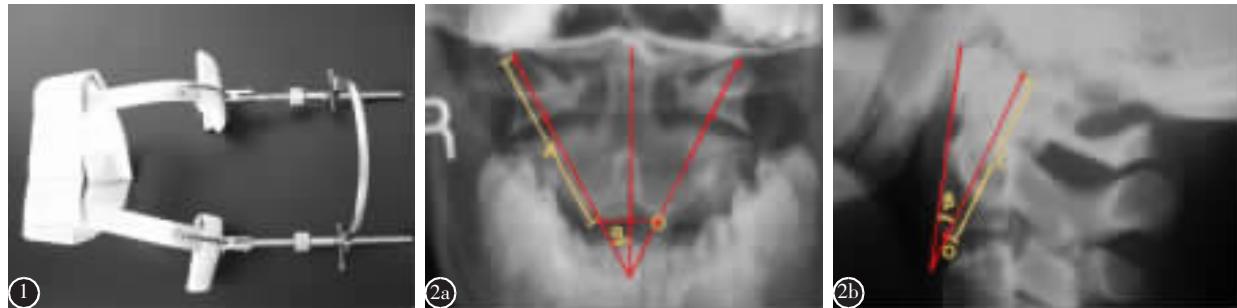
自行研制设计的头颅环-双肩牵引外固定支架 图2 a 在正位X线片上确定进钉点和进钉角度;寰椎侧块外1/3与侧块下关节面中点连线的延长线与枢椎椎体前面下缘的交点即为进钉点(O)、与枢椎前缘中垂线所形成的夹角即为进钉的外斜角(α)，寰椎侧块外1/3与进钉点间的距离即为钉道长度(A) b 在侧位X线片测量进钉上斜角和钉道长度;寰椎侧块上关节面后1/3至枢椎体下缘进钉点间的连线与枢椎体前缘平行线所形成的夹角即为进钉上斜角(β)，寰椎侧块后1/3与枢椎椎体下缘进钉点间的距离即为钉道长度(C)
